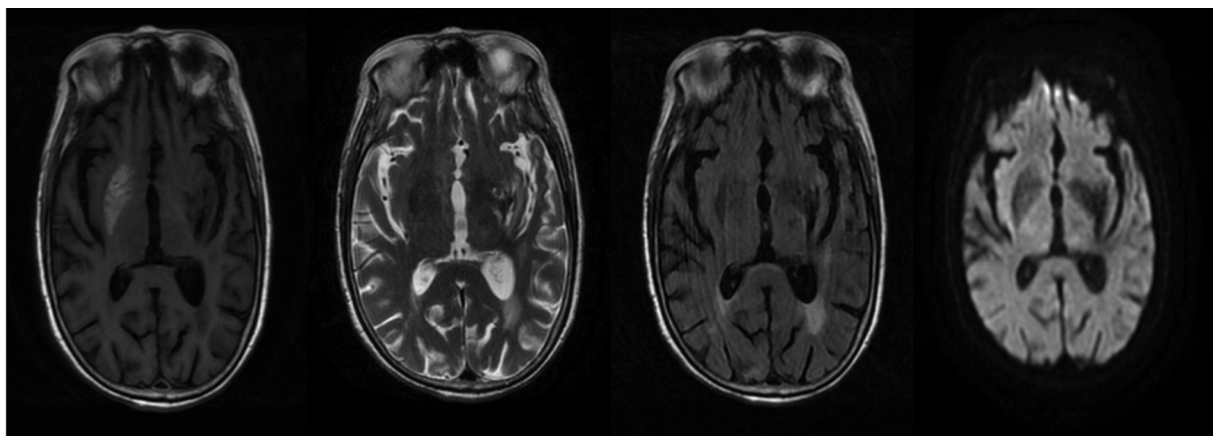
头颅 MRI(2018 年 6 月 13 日)
